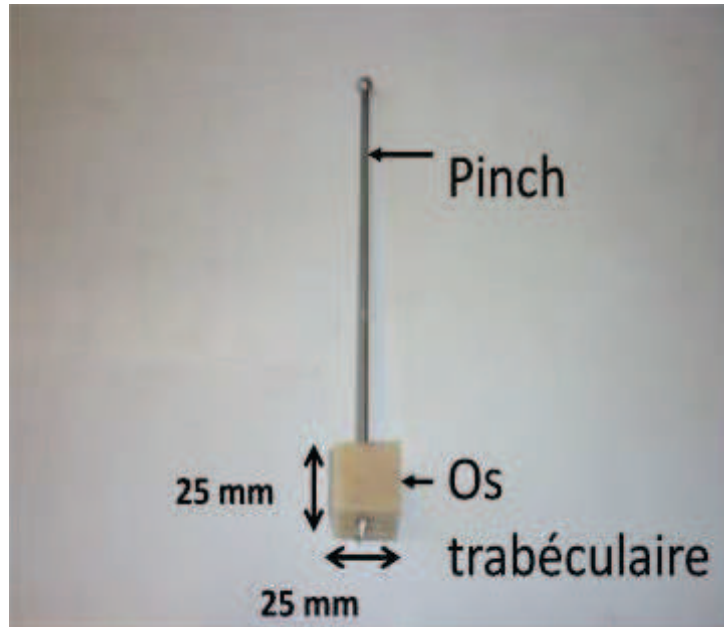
Image d'un échantillon d'os trabéculaire dans lequel est inséré un pinch utilisé comme réflecteur par une méthode échographique.
